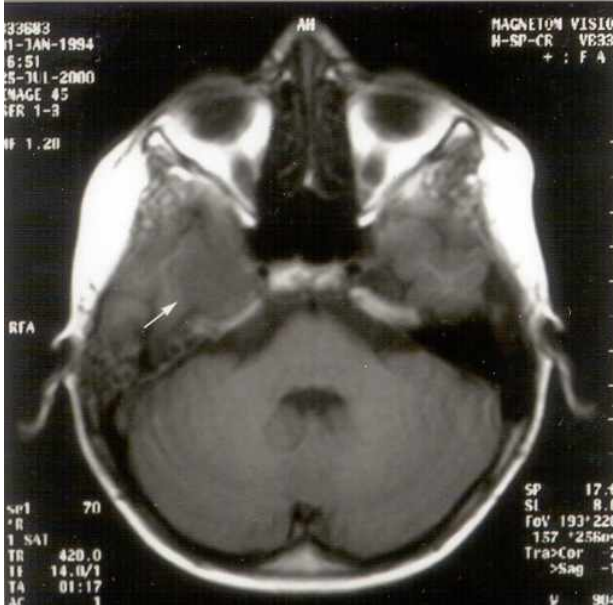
Çocukluk Çağı ndaki Trigeminal schwanom BT ve MRG bulguları
